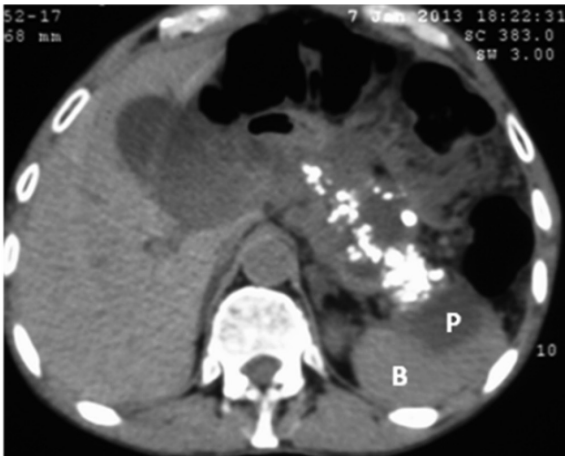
TC abdome sem contraste, axial: note calcificações sobre o pâncreas, associado a pseudocisto (P) adjacente ao hilo esplênico (B).
